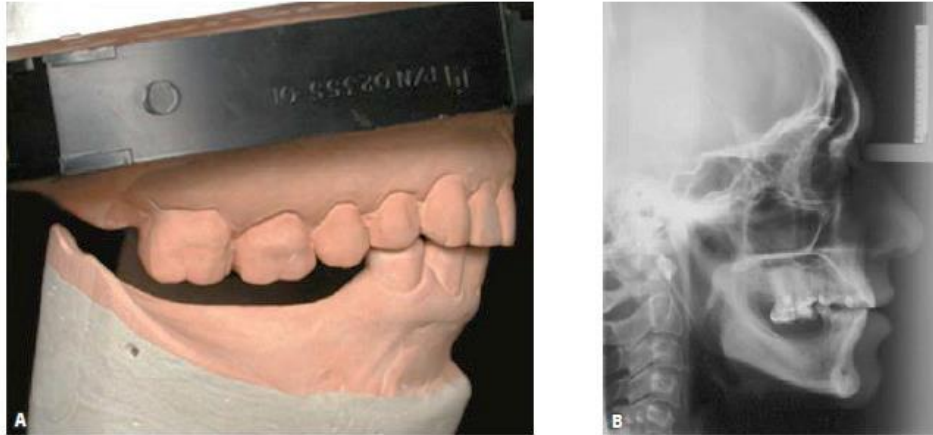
Situation pré-thérapeutique; A : modèles d'étude montrant l'égression molaire secteur 1; B : téléradiographie de profil objectivant la non-planéité du plan d'occlusion maxillaire (Oliveira et al. 2010)
